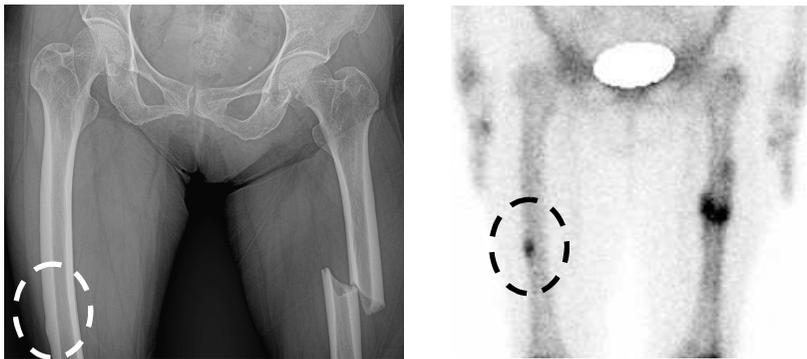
대퇴골 간부 부전 골절 환자의 방사선 사진 및 전신 골주사 검사 사진. 좌측 대퇴골 간부 부전 골절로 내원한 74세 여자 환자로 좌측 대퇴골 부전 골절 부위와 우측 대퇴골 간부 피질의 비후성 변화가 있는 부위에서 각각 열소가 관찰되었다.
